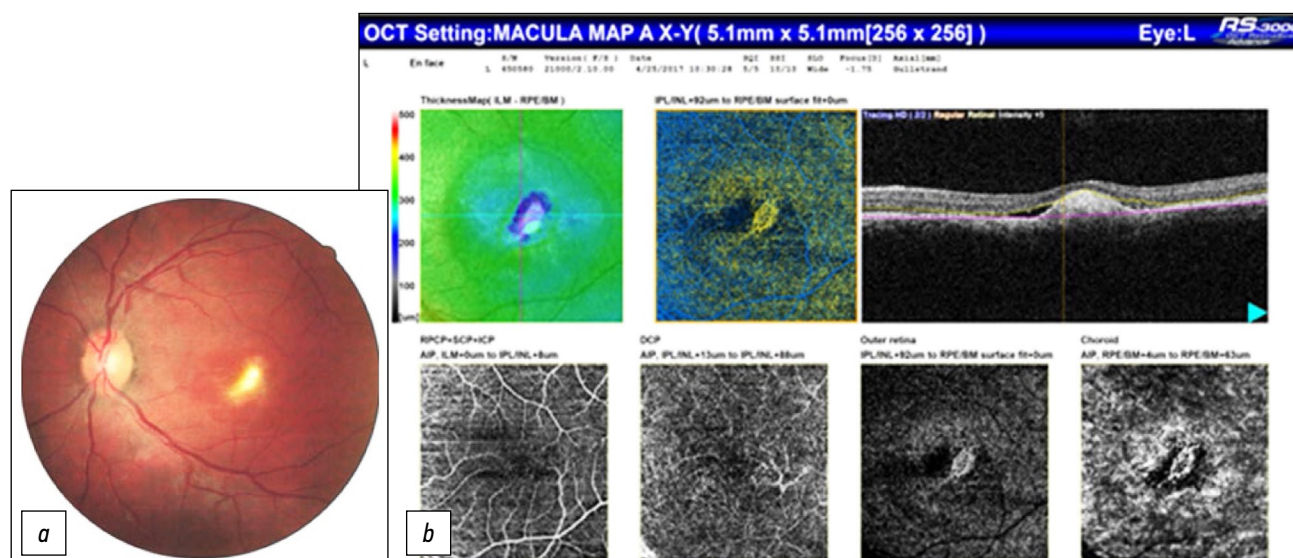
Болезнь Беста, стадия резорбции кисты: *a* — офтальмоскопическая картина; *b* — оптическая когерентная томография-ангиография, активная хориоидальная неоваскуляризация в зоне проекции липофусциноподобного депозита.
